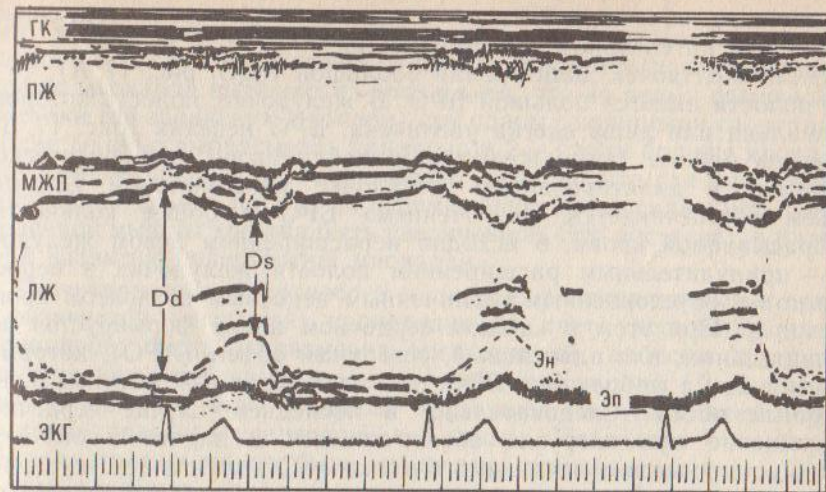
Эхокардиограмма спортсмена:
